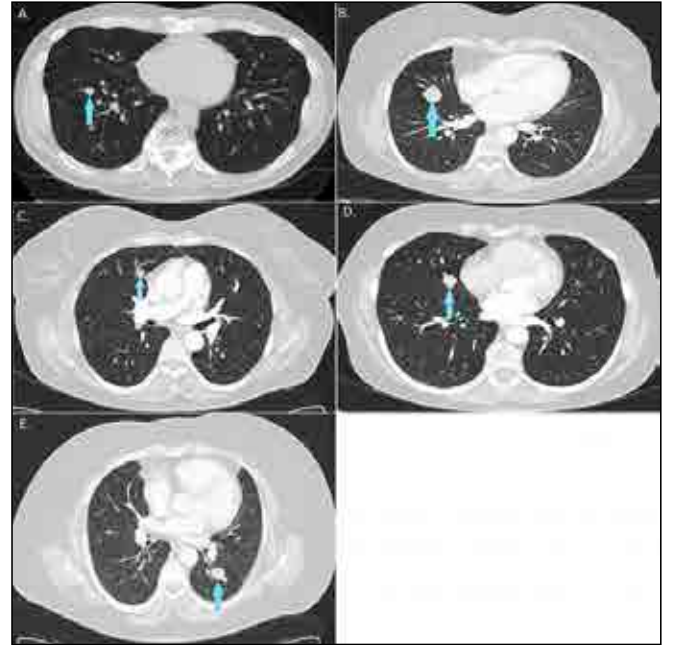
Non-contrast (A) and contrast-enhanced (B, C, D, E) axial CT scans show nodular lesions with lobulated margins (arrows).
